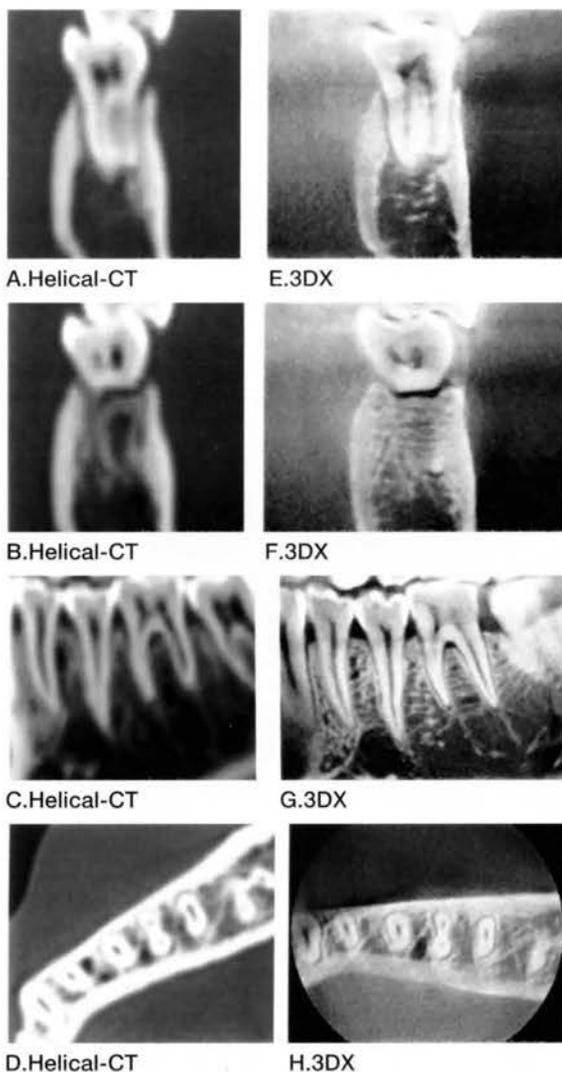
(A-H). ヘリカルCTと3DXによる下顎第一大臼歯部のX線像
